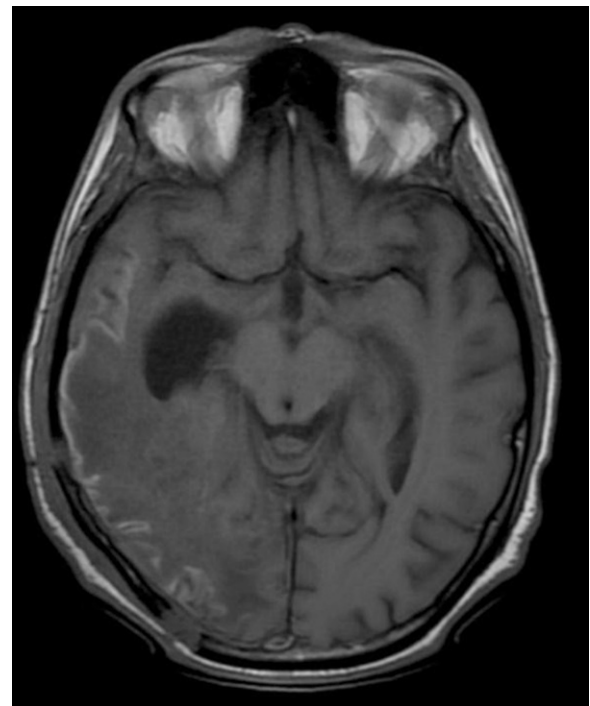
IRM cérébrale en coupe axiale pondérée T1 montrant un hyper signal linéaire cortical temporo-occipital associé à une plage en hypo signal T1 de la substance blanche sous-jacente.
